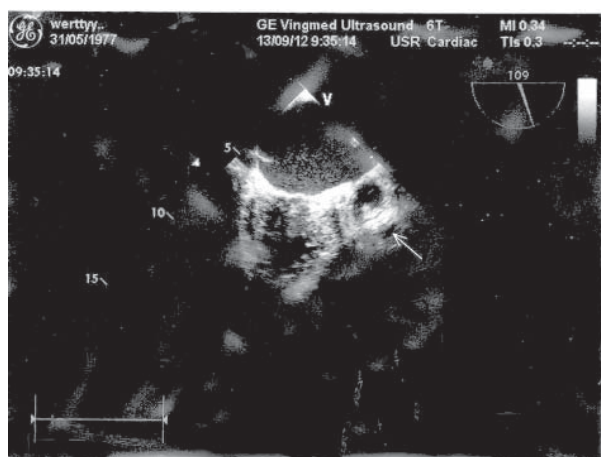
Данные чреспищеводной эхокардиографии, выполненной у пациента Л., 61 года, от 13.09.2012 г. Визуализируется пристеночный тромб в левом предсердии (указан стрелкой)
